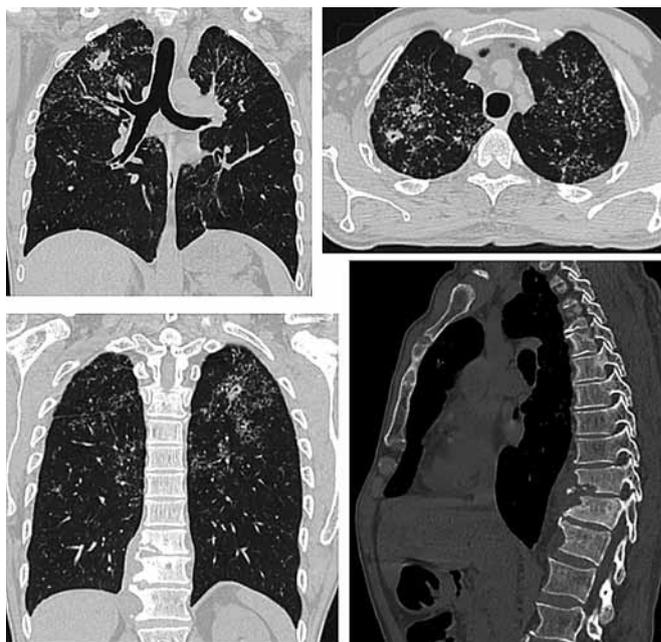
Клинический пример 1. КТ ОГК и грудного отдела позвоночника пациента Б. при поступлении в туберкулезный стационар
